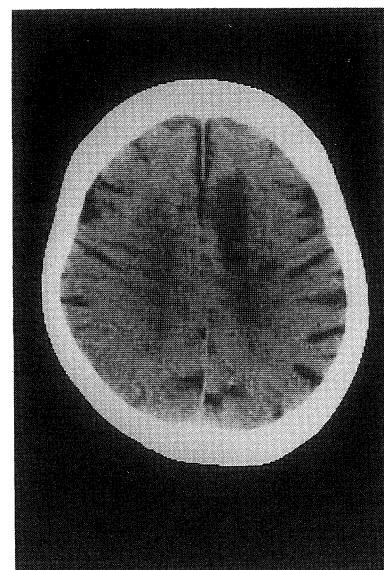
Brain CT shows a low density area in the left temporal lobe.
